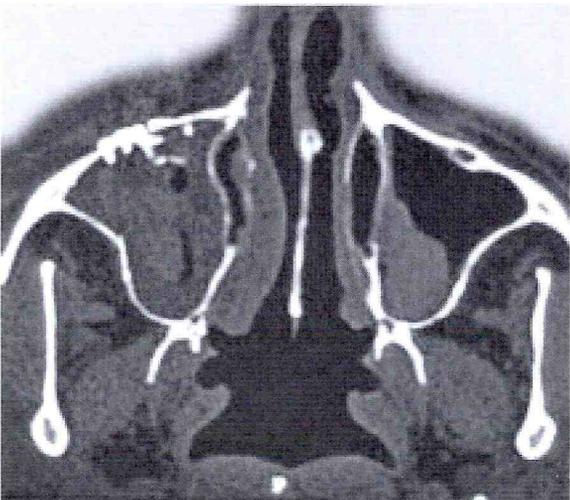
Aspecto axial da tomografia computadorizada final: imagem do osso zigomático direito reduzido e bem posicionado.
